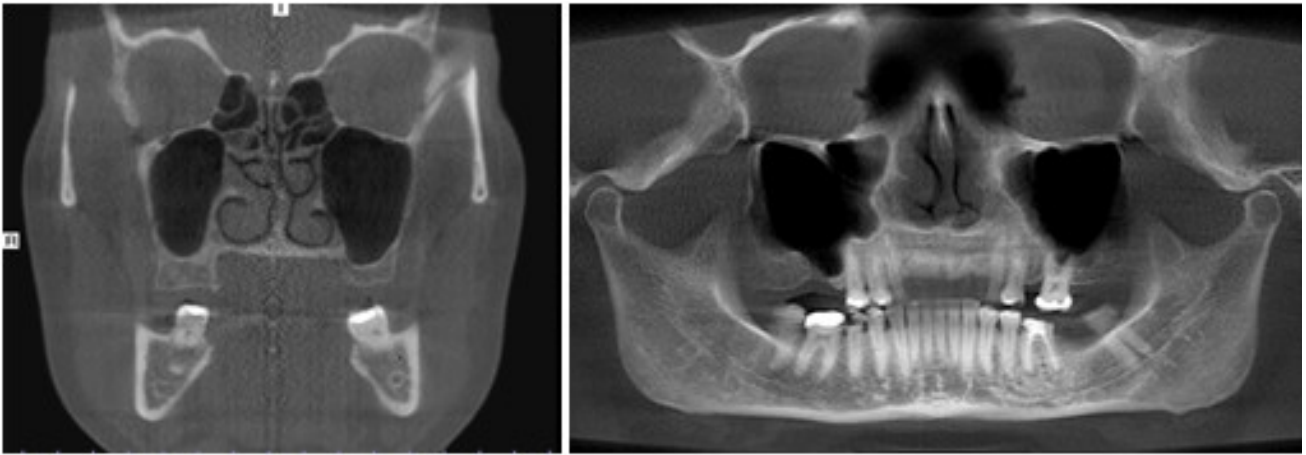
Tomografia Computadorizada A. Corte coronal. B. Corte panorâmico.
